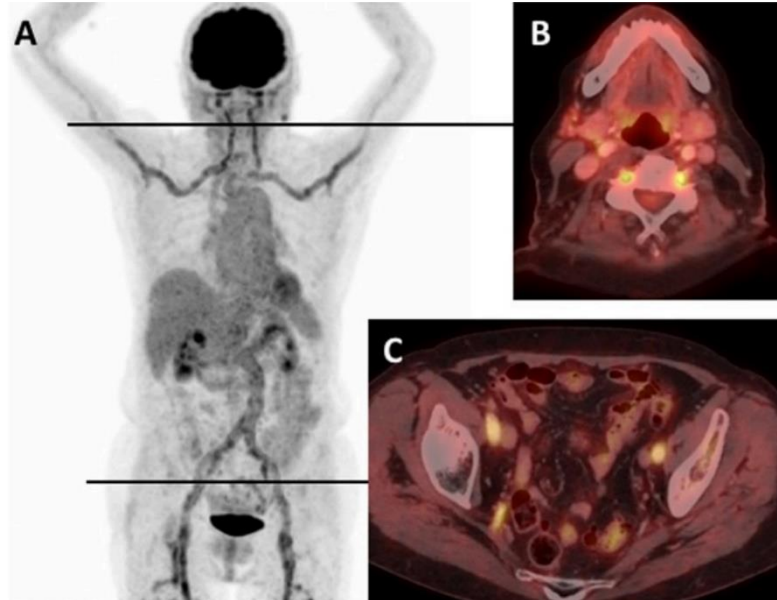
TEP-TDM couplée au FDG montrant une hyperfixation bilatérale au niveau des artères subclavières, carotidiennes, de l'aorte abdominale et des artères fémorales (D'après Berger)
